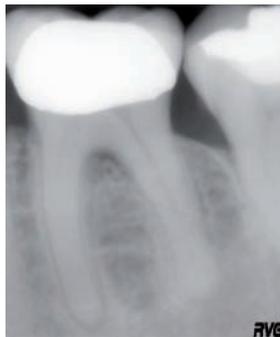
Caso 2, trece meses post-op. Radiografía (A) y fotografías clínicas (B, C)
